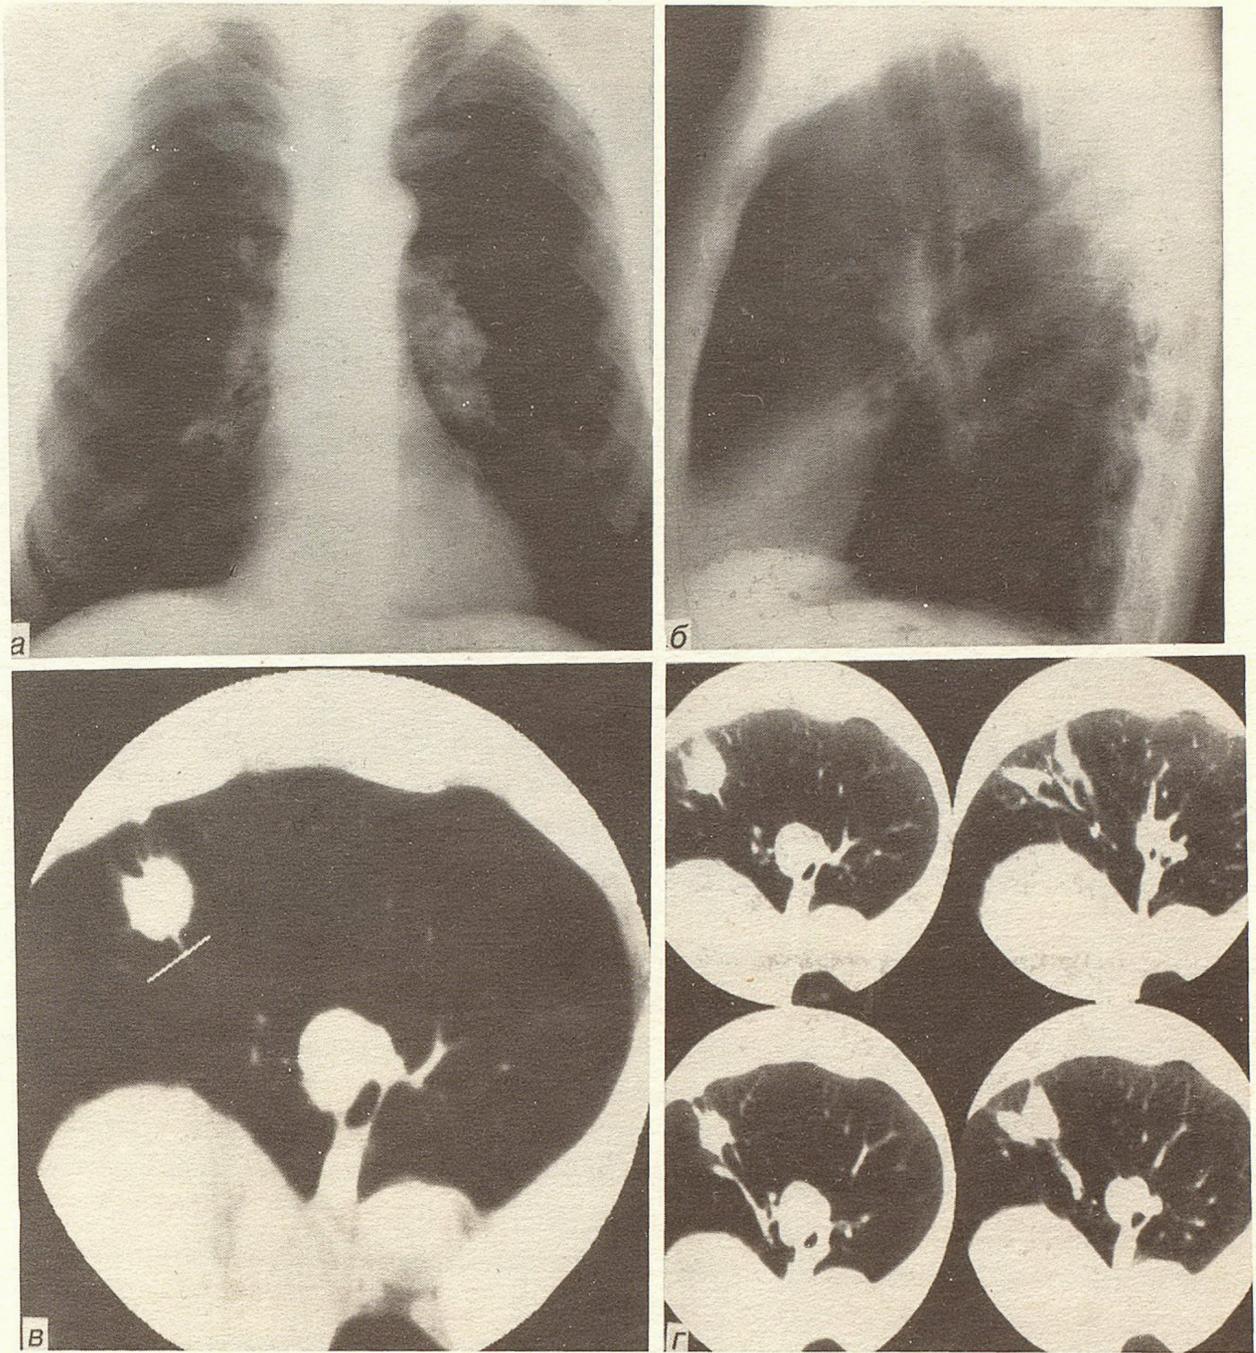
Рентгенологическое и компьютерное томографическое исследования.
